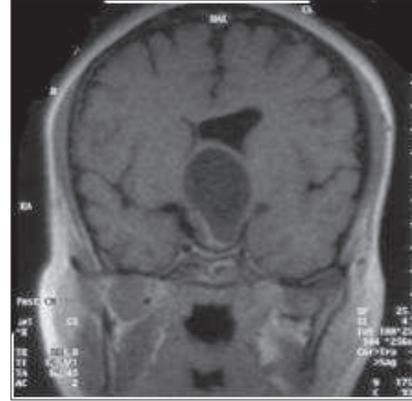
IRM en coupe coronale : tumeur supra sellaire essentiellement kystique
